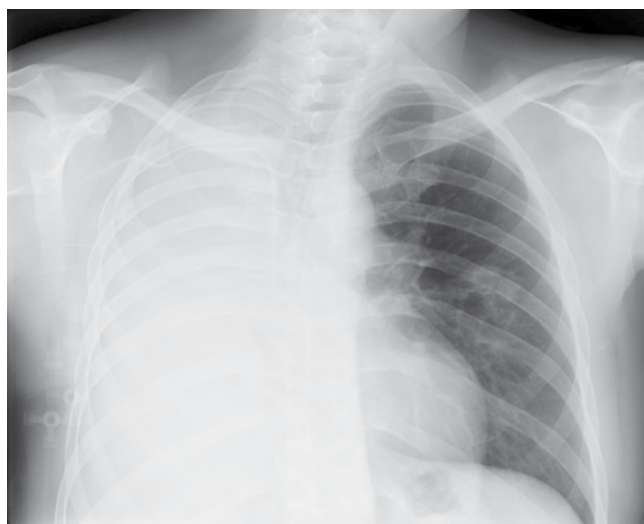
Обзорная рентгенограмма ОГК от 15.01.2016 г. пациента М.
